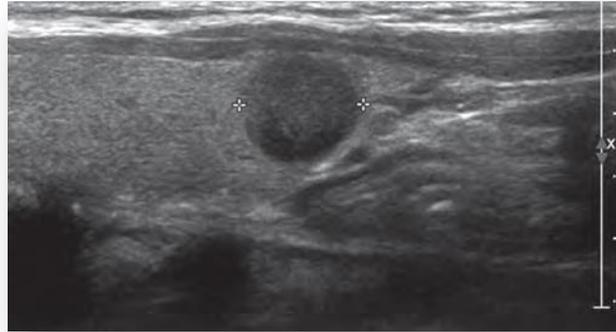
Ultrasonido tiroideo en escala de grises en sentido transversal del lóbulo derecho, múltiples imágenes puntiformes ecogénicas focales sin sombra acústica posterior en relación con calcificaciones (Carcinoma papilar en mujer de 42 años). (14)
